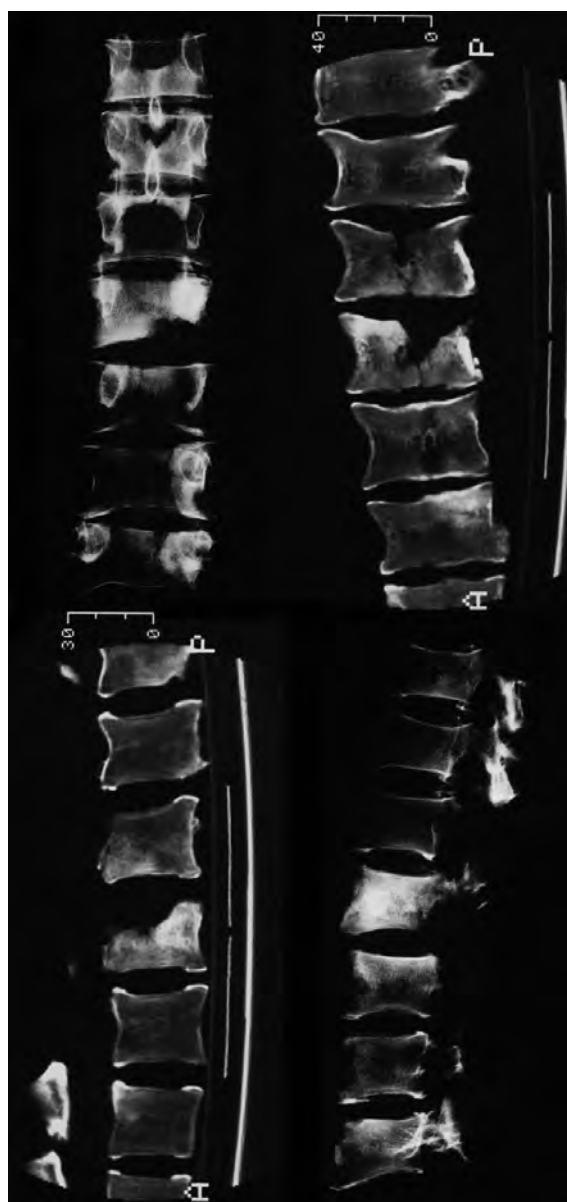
Tomografia computada que mostra les lesions que es comenten en el text.
